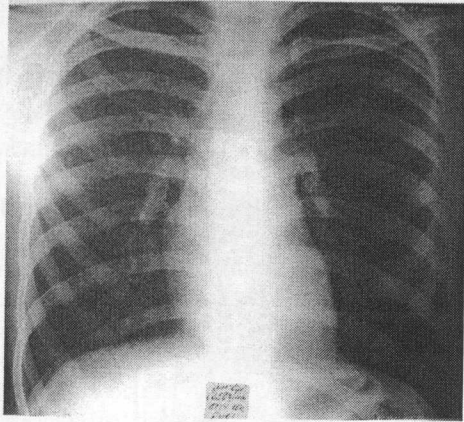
Bolnava C. Radiografie postoperatorie (explicații în text)
